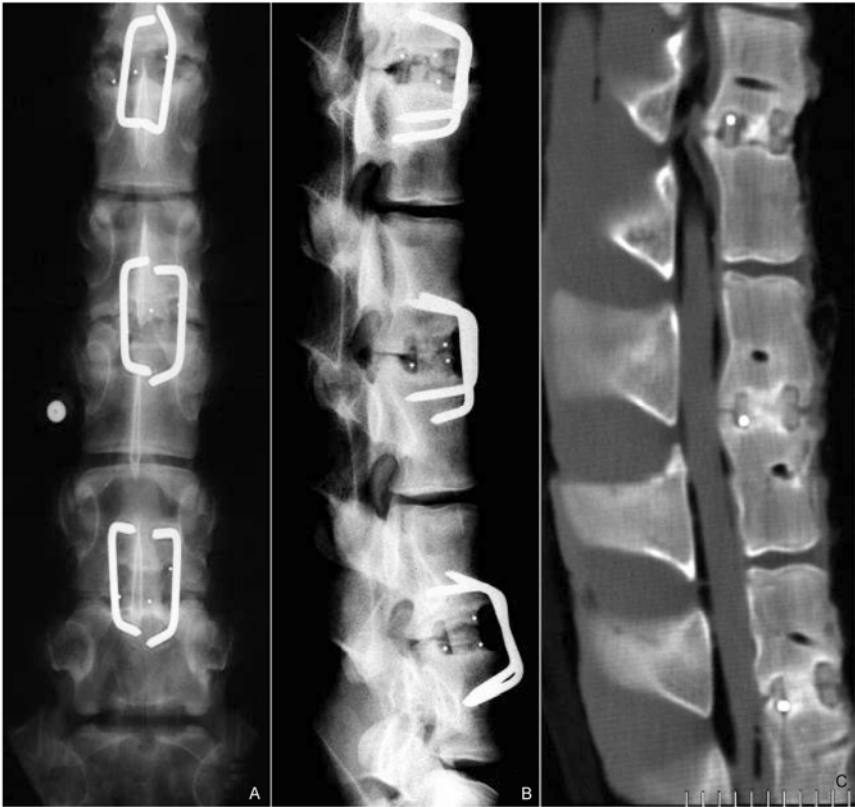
猪脊柱前路融合模型中应用骨蛋白提取物的 X 射线平片(A 和 B)和 3D 重建图片(C)
